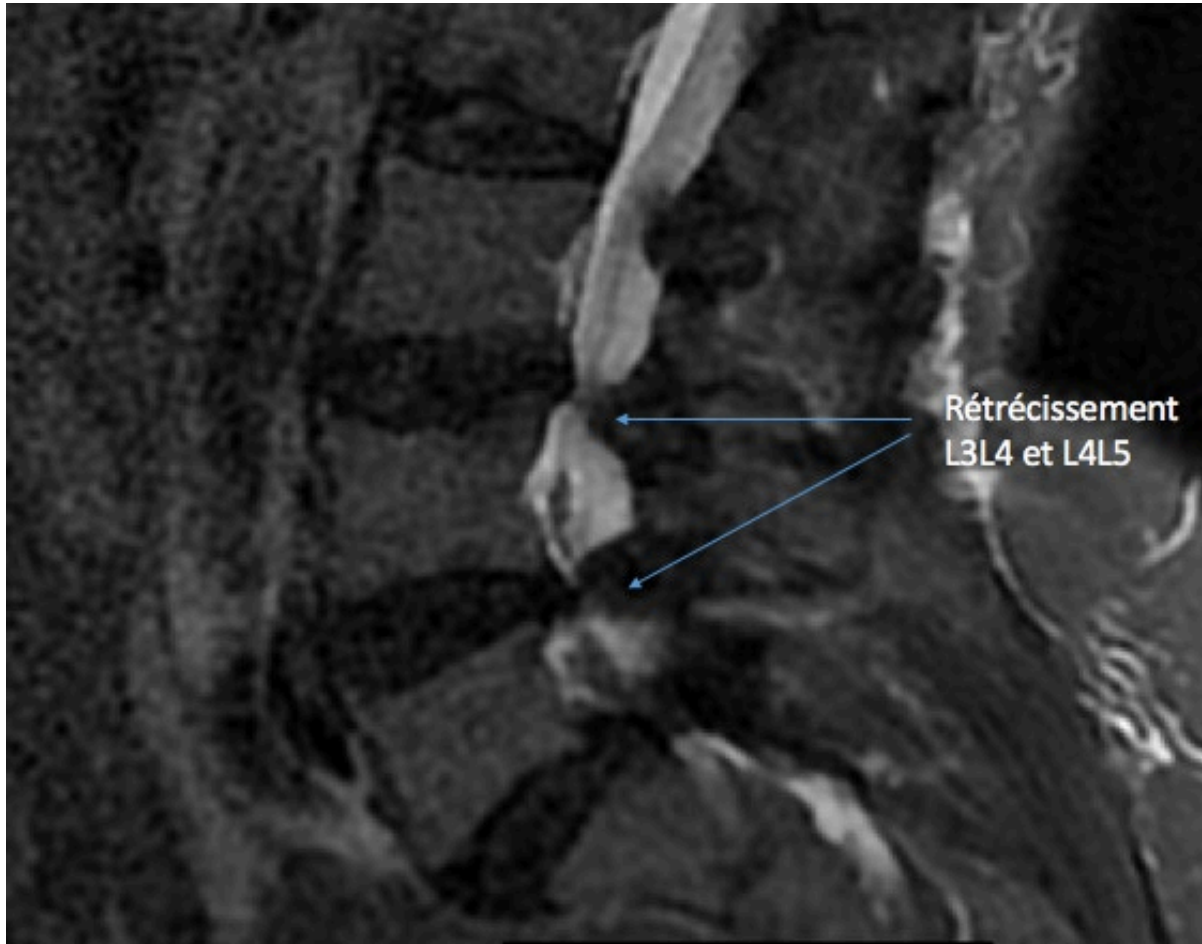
IRM en séquence T2 sagittal montrant un canal lombaire rétréci en L3L4 , L4L5 et à un moindre degré L5S1
